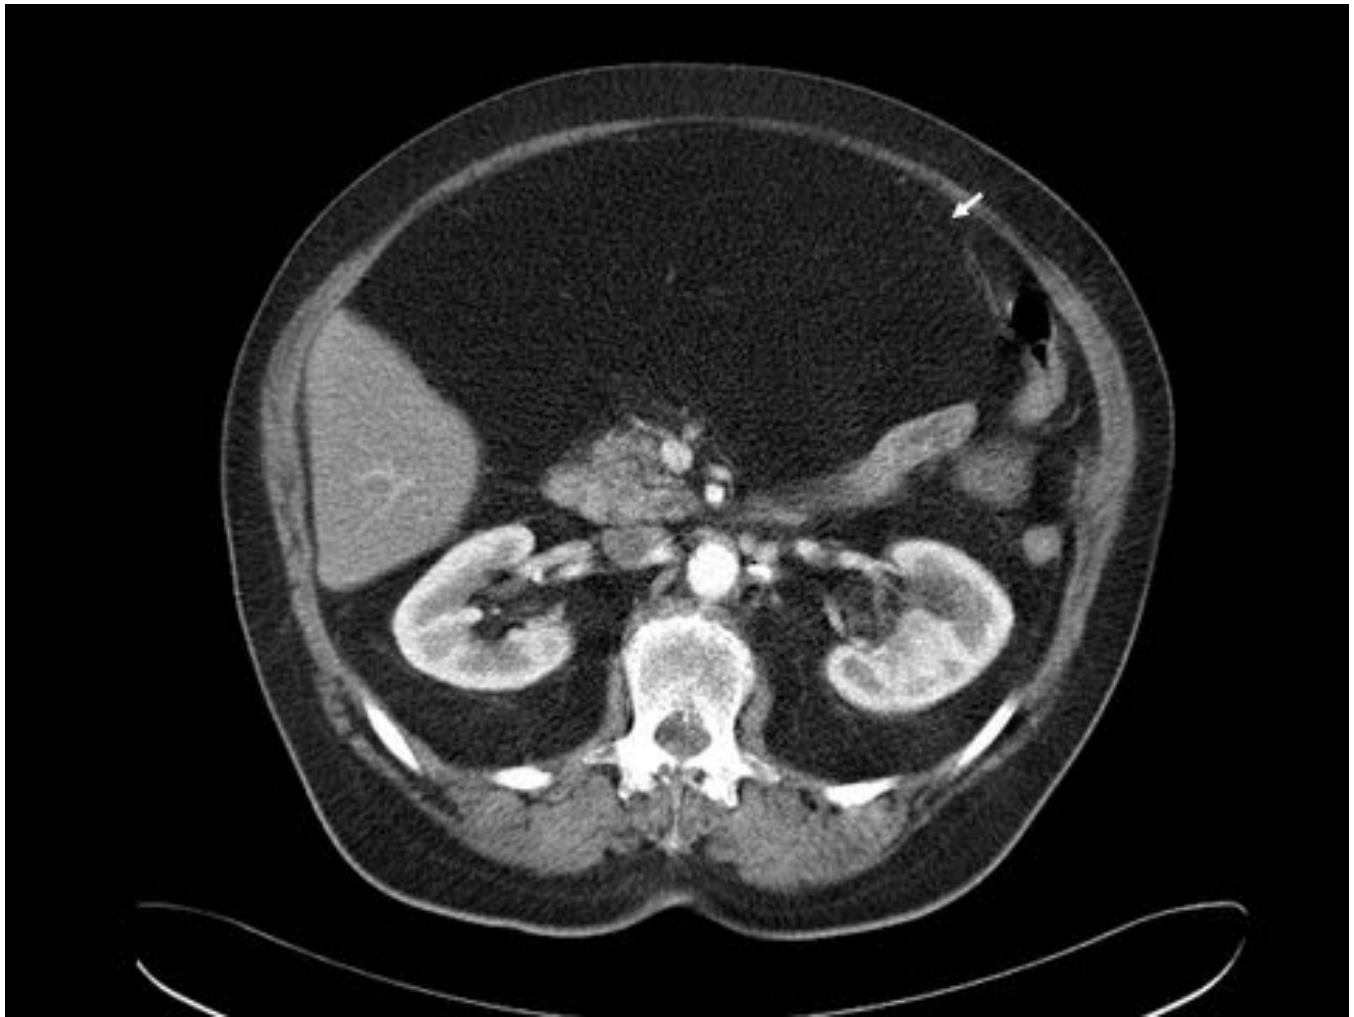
Lipoma intraperitoneal en mujer de 68 años. Imagen de TC axial con contraste iv en la que se visualiza masa intraperitoneal de gran tamaño, con efecto masa sobre las estructuras adyacentes, bien definida (flecha blanca) y de densidad grasa homogénea.
